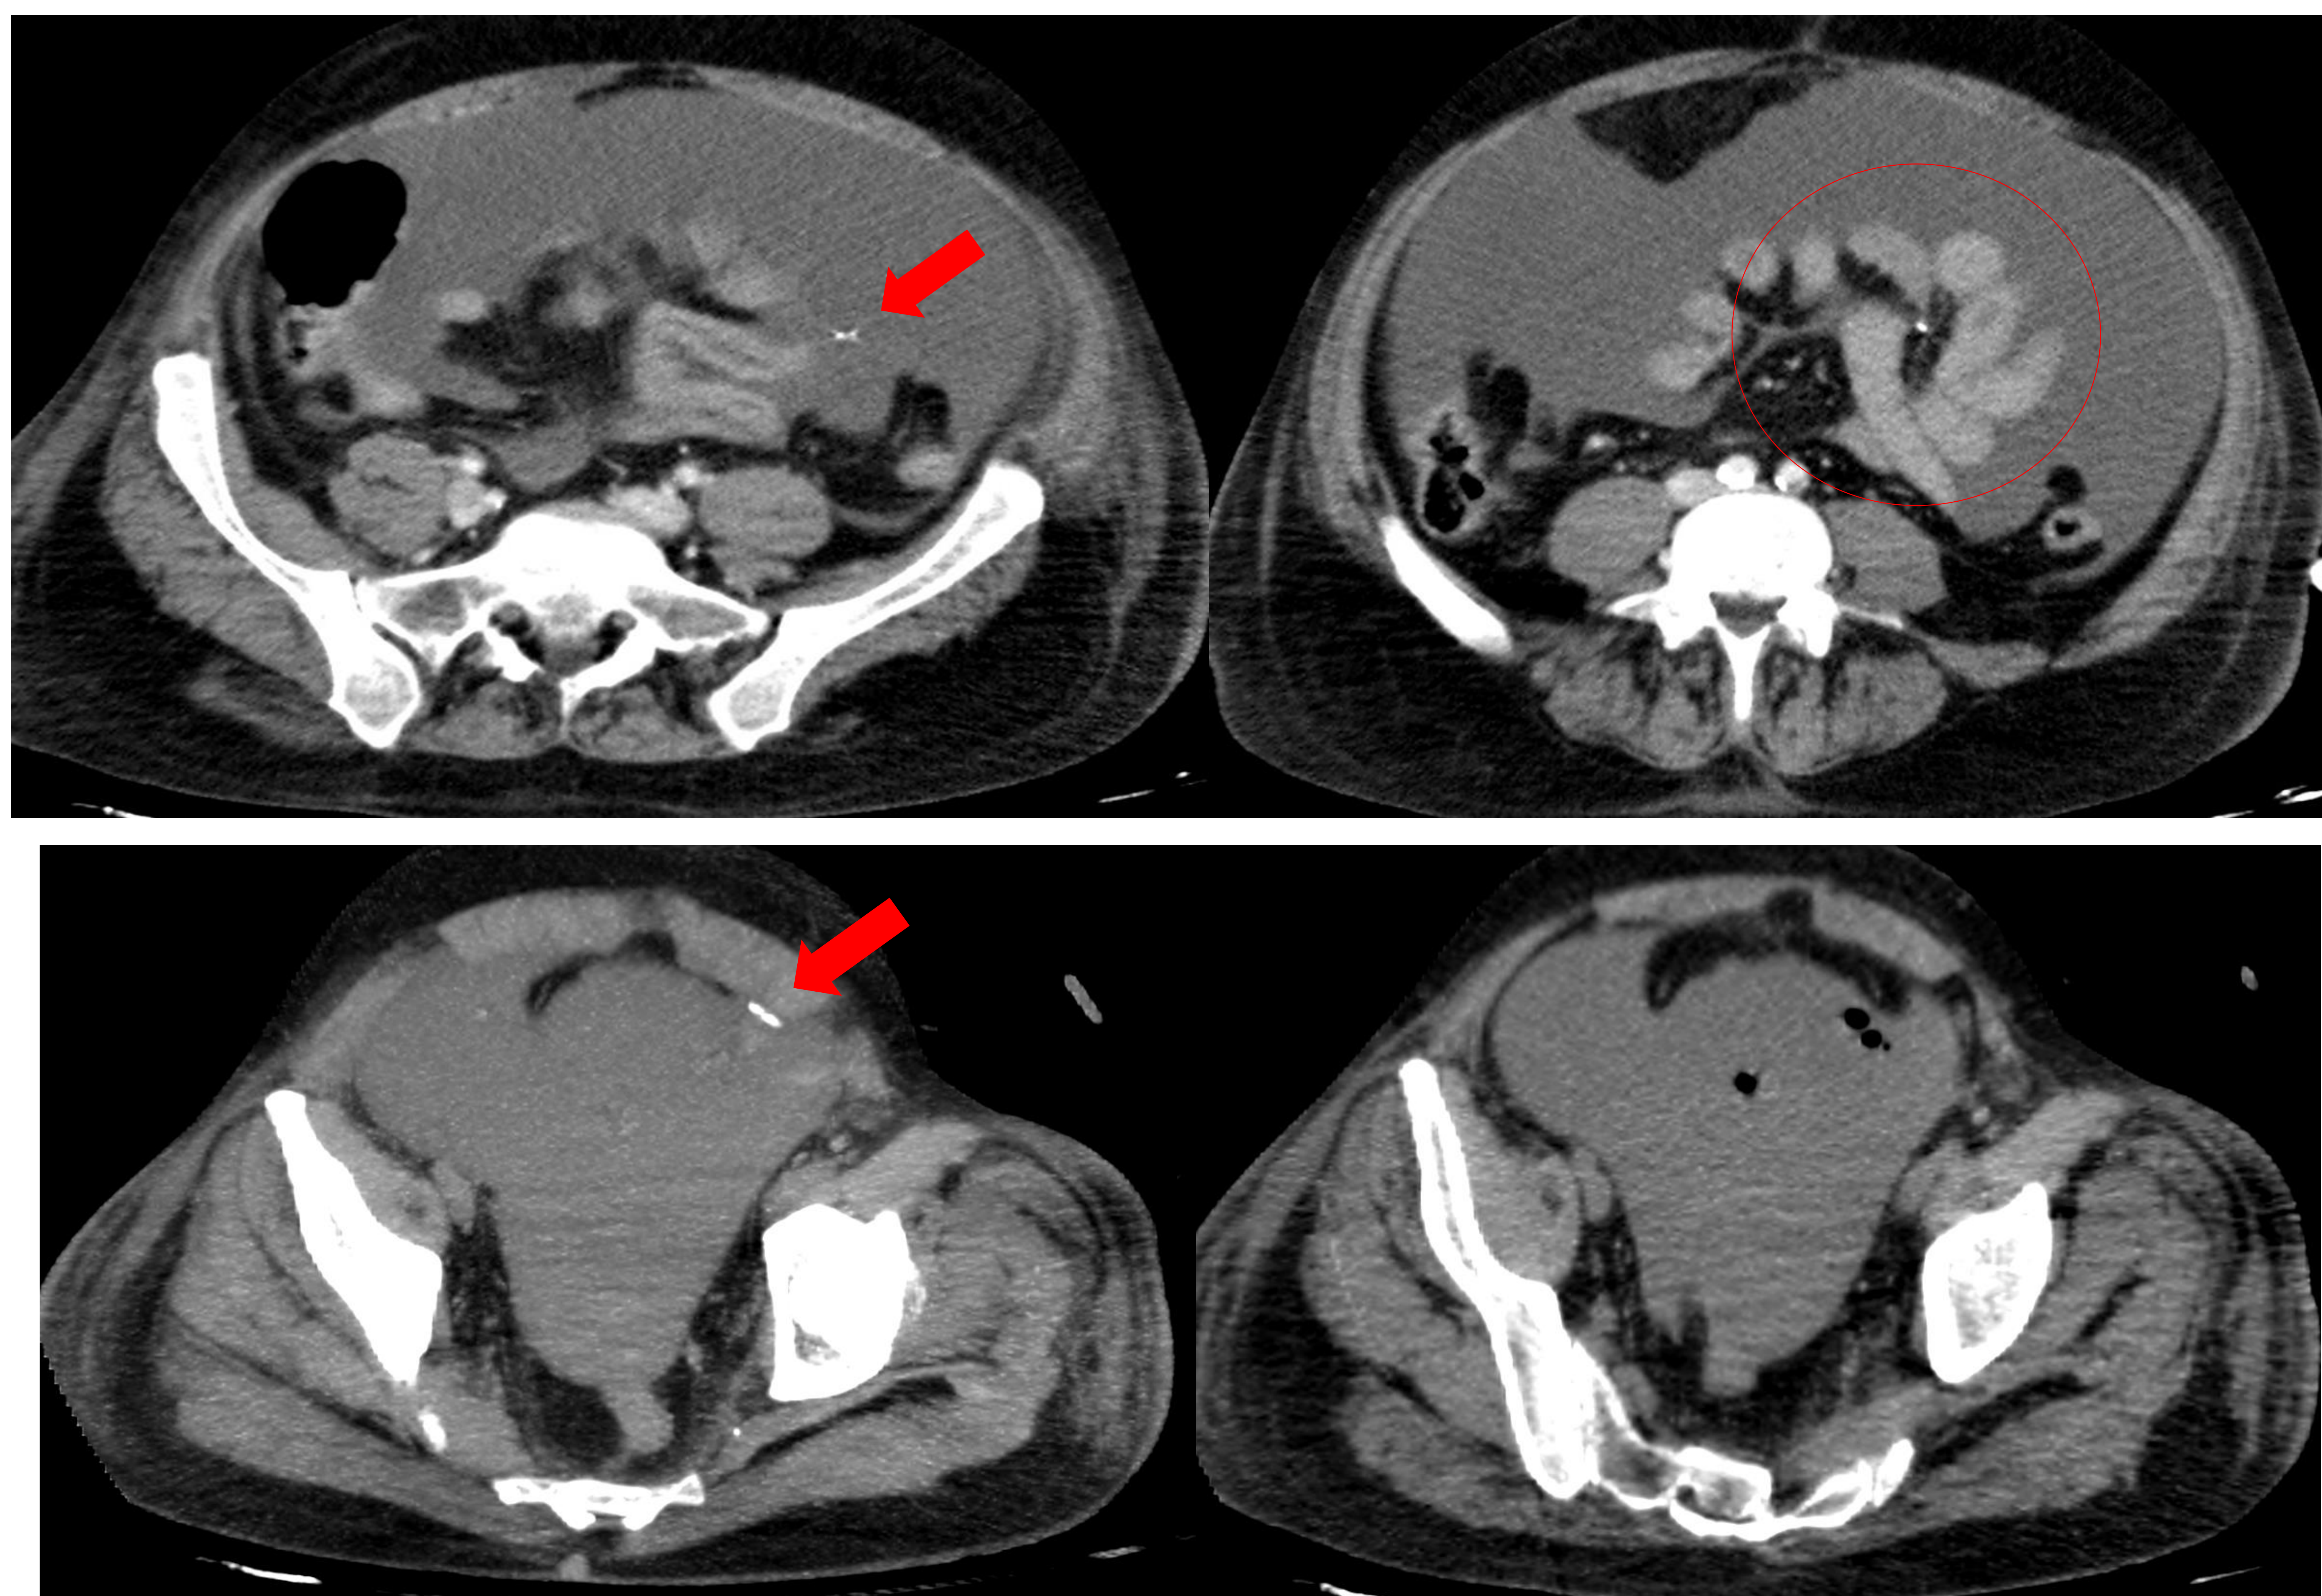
TC en vacío y fase venosa portal. De izquierda a derecha cortes axiales de craneal a caudal. Sonda de yeyunostomía con extremo fuera de asa intestinal, en pelvis. Abundante líquido libre intraperitoneal, probablemente correspondiente, al menos en su mayor parte, a líquido de alimentación enteral y burbujas de gas en el seno del líquido, más numerosas en pelvis.
